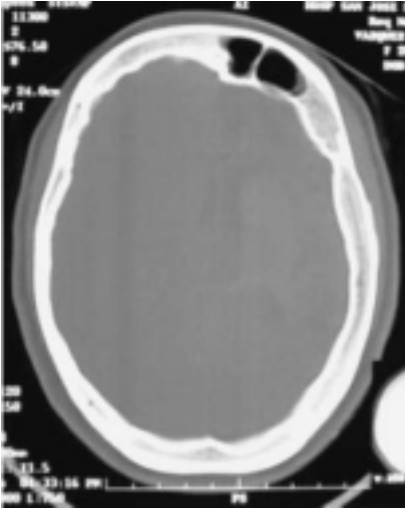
Tomografía Computarizada en corte axial que muestra el seno frontal izquierdo hiperdesarrollado y la gran asimetría de grosor entre ambos lados de la bóveda con el severo engrosamiento en el lado izquierdo atrófico.
